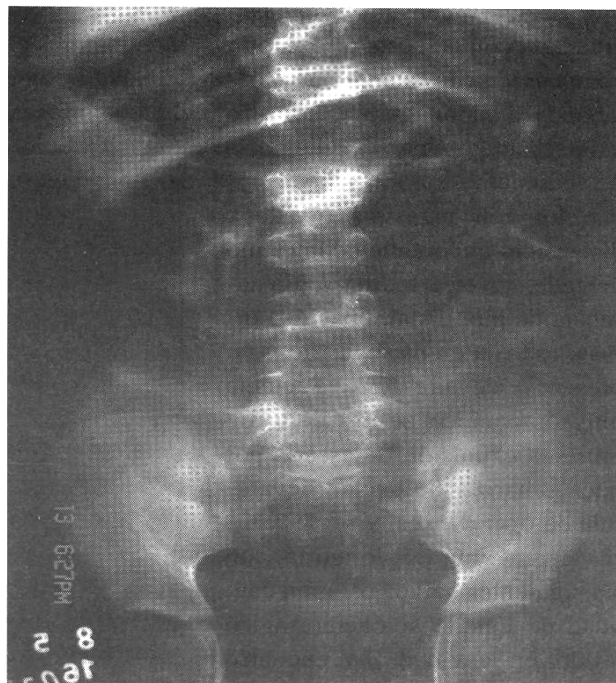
Radiografía abdomen con distensión importante de asas intestinales.
